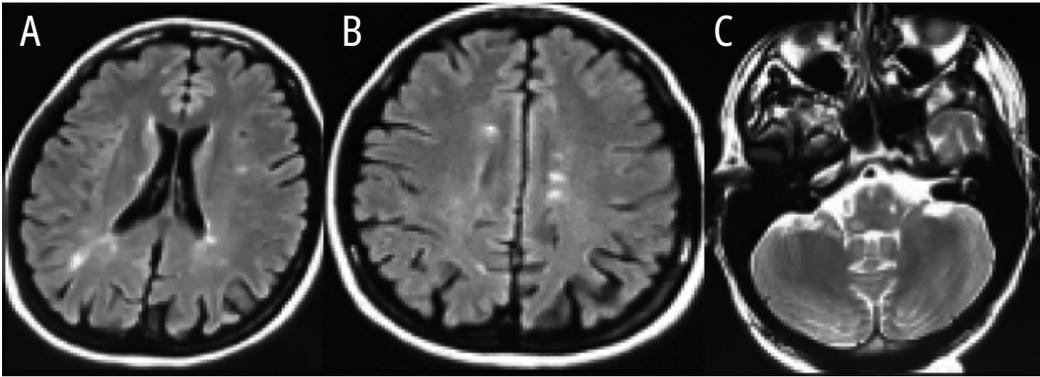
A-B) Secuencia FLAIR, cortes axiales. Múltiples lesiones de sustancia blanca a nivel periventricular y subcortical bilateral. C) Secuencia T2, cortes axiales. Lesión infratentorial derecha.
